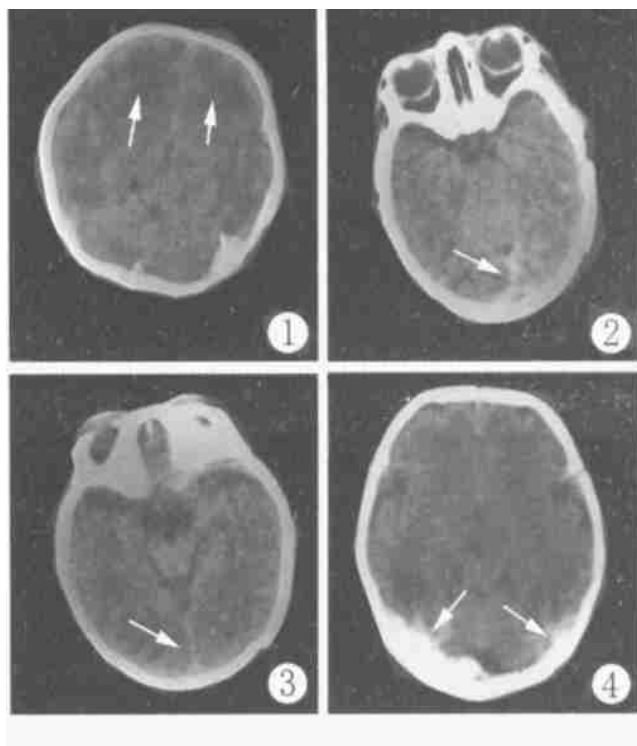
双侧额、颞叶片状低密度影双侧侧脑室狭小闭塞, 但中线结构无移位。图 2 首次 CT 检查后纵裂及枕部蛛网膜下腔增宽。密度增高。图 3 12 天后复查, 后纵裂及枕部蛛网膜下腔已正常。图 4 双侧枕部硬膜下血肿示双枕部骨旁不规则宽条状影与脑实质界面不光整。
